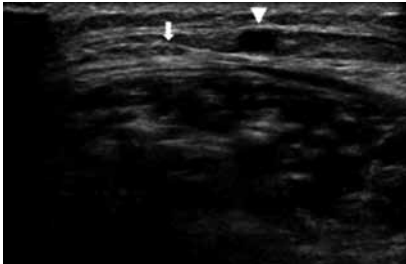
Ultrasonic detection of the risk point: Sural nerve (arrow) is out of the saphenous compartment and 5 mm away from the small saphenous vein (arrow head).
